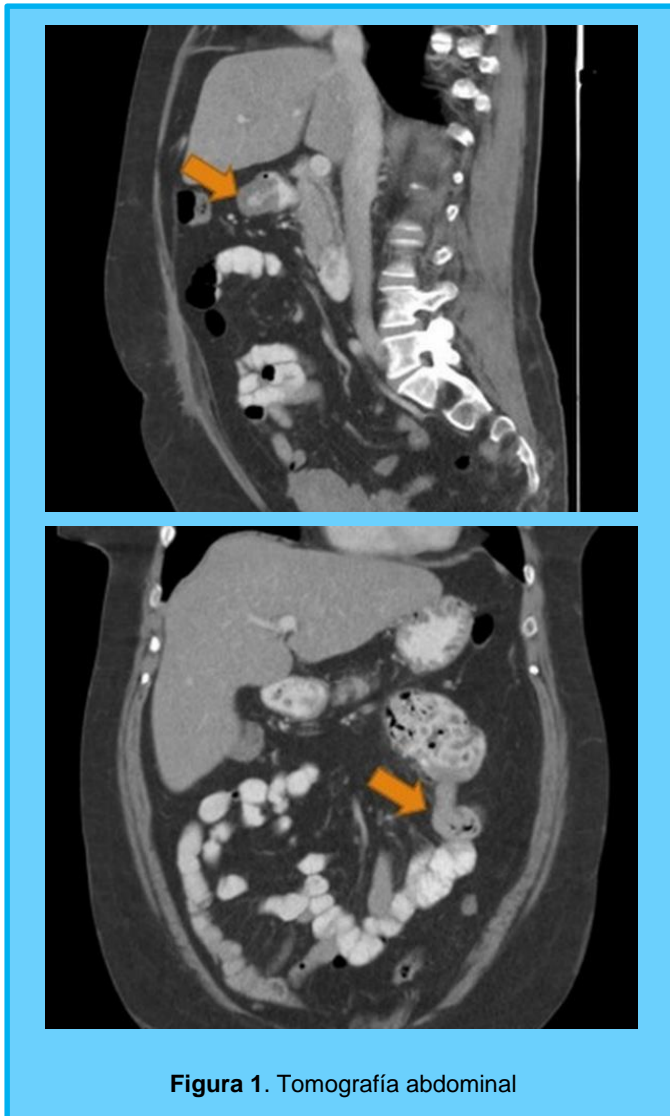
Tomografía abdominal
